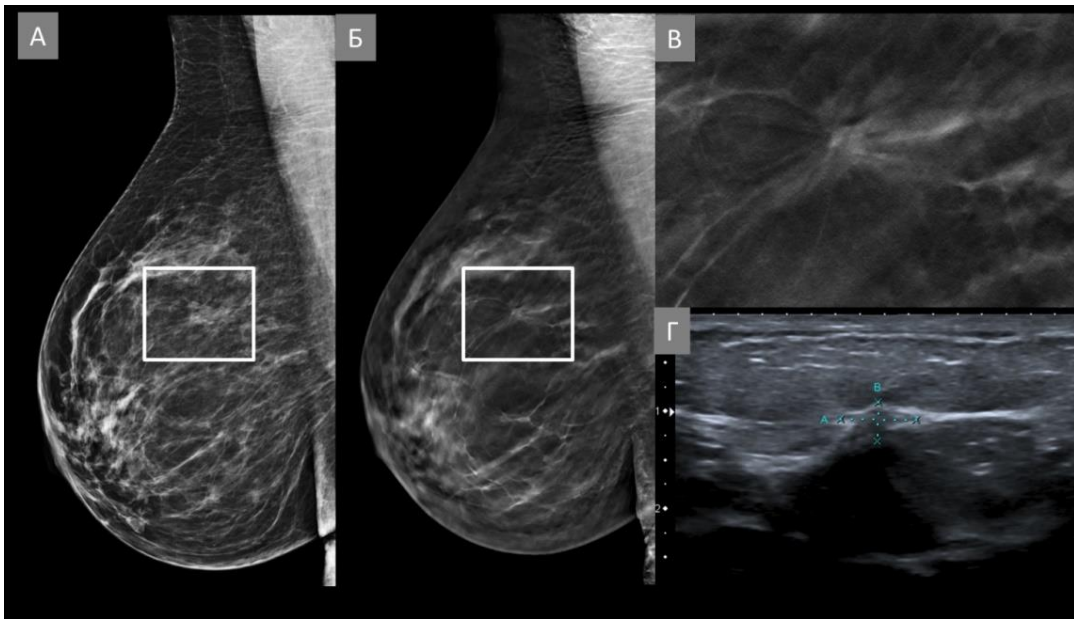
Пацієнтка id: 10086. Анонімна при цифровій рентгенівській мамографії злоякісна деформація архітекtonіки правої грудної залози. (А) При проведенні цифрової рентгенівської мамографії у правій косій проекції (RML) деформація архітекtonіки впевнено не візуалізується (білий прямокутник). (Б) При проведенні цифрового томосинтезу грудних залоз на рівні верхніх квадрантів визначається підозріла деформація архітекtonіки (білий прямокутник). (В) Збільшене томосинтезоване зображення деформації архітекtonіки. (Г) Сонографічно у зоні інтересу в правій грудній залозі візуалізується гіпоехогенна деформація ехо-архітекtonіки, що корелює з томосинтезованою знахідкою. При проведенні трепан-біопсії 14G деформації архітекtonіки під ехографічним контролем гістологічно верифікована високодиференційована (G1) інвазивна карцинома неспецифікованого типу (NST) грудної залози (ICD-O код 8500/3).
